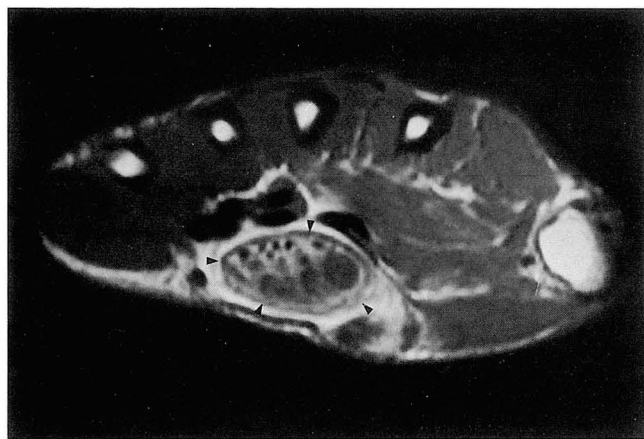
Cut cable appearance of median nerve(arrowhead). On axial T1 weight MR image at the level of the carpal tunnel, the median nerve is markedly enlarged due to infiltration of the sheath by fibroadipose tissue. Each nerve fiber in the median nerve is not enlarged.
